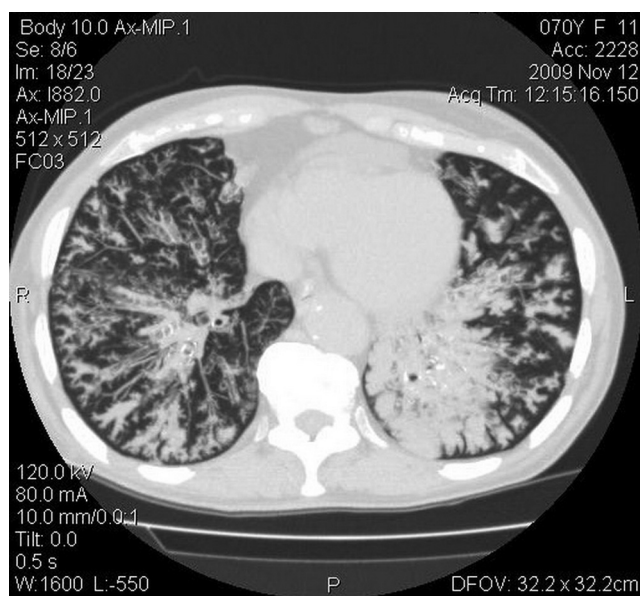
ОХТ, МСКТ, нижние доли легких, аксиальный срез: пери-бронхиальная инфильтрация справа; слизь в деформированных бронхах; бронхолит в правом легком; в левом легком на фоне деформированных бронхов – инфильтрация легочной ткани
